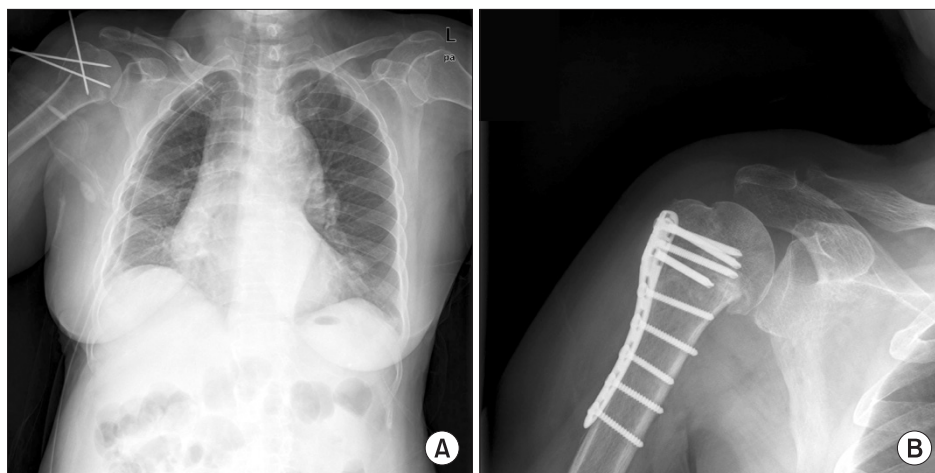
(A) Chest radiograph taken after removal of intrathoracic migrated K-wire and insertion of chest tube. (B) Radiograph of right shoulder shows removal of residual 3 K-wires and fracture fixation using a proximal humerus locking plate.
